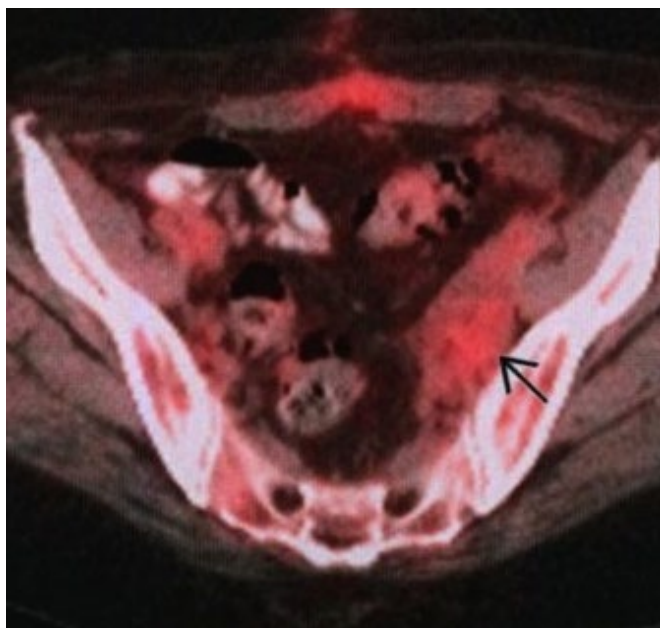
Пациентка Л.В., 1959 г. р. Диагноз: Рак шейки матки T3bN1M0. IIIb ст. II кл. гр. ИБ №5478. (ПЭТ-картина местно-распространенного рака шейки матки с метастазом в подвздошных лимфатических узлах)
